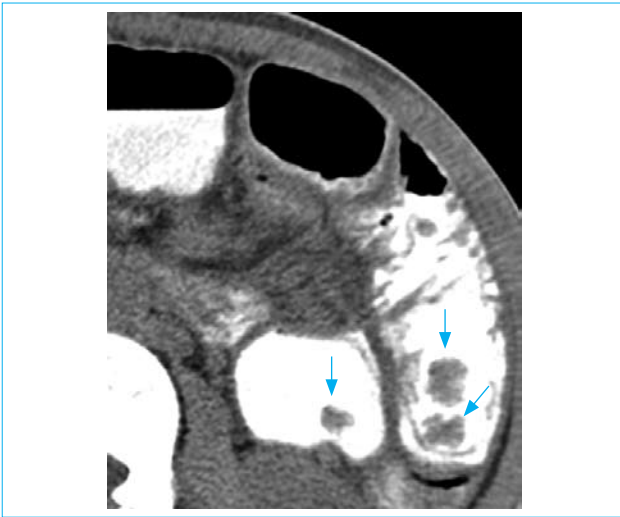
Компьютерная томография тощей кишки: расширение петель до 5,5 см, толщина стенок не превышает 2–3 мм, керкринговы складки утолщены, множественные полипы диаметром от 0,5 до 2,5 см
